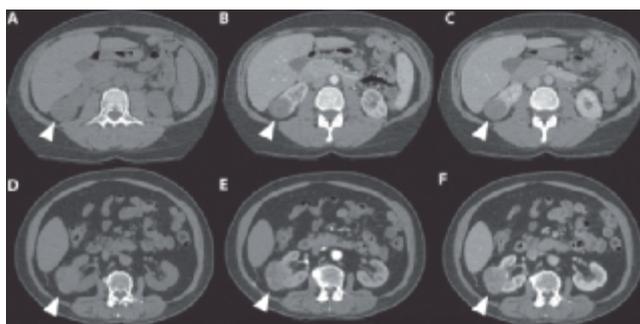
КТ брюшной полости с контрастированием (аксиальный срез): автоматическая локализация светлоклеточного рака правой почки
